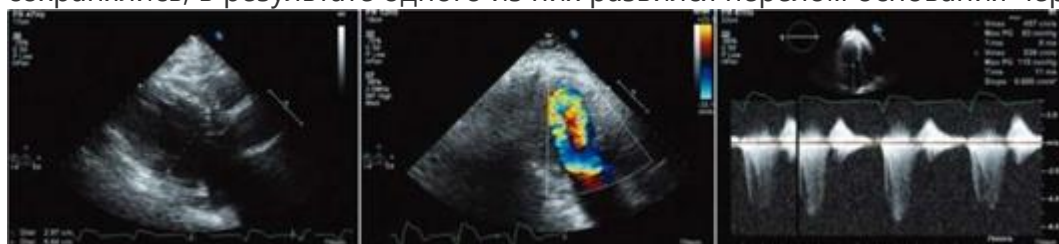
Эхокардиограммы пациента с синдромом LEOPARD. Пограничные размеры обоих желудочков. Турбулентный поток в полости левого желудочка и измерение градиента
